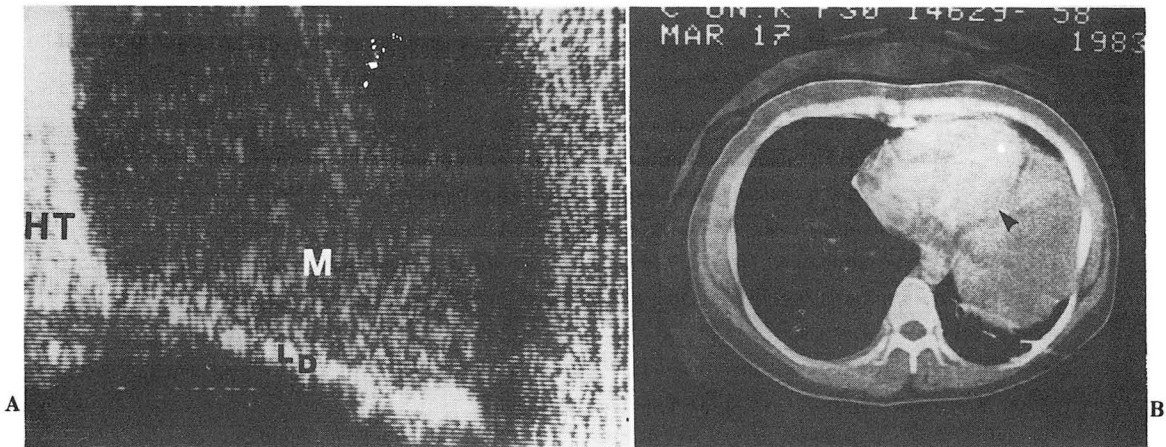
A. Ultrasonography. Echogenic mass (M) containing some small echolucent areas is noted and left diaphragm is well preserved.
